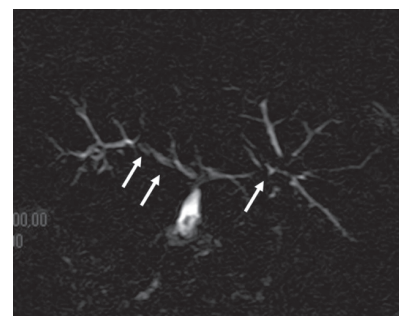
Bili-IRM. Atteinte de l'arbre biliaire intra- et extra-hépatique, présence de sténoses étagées (flèches) diffuses sans dilatation d'amont
